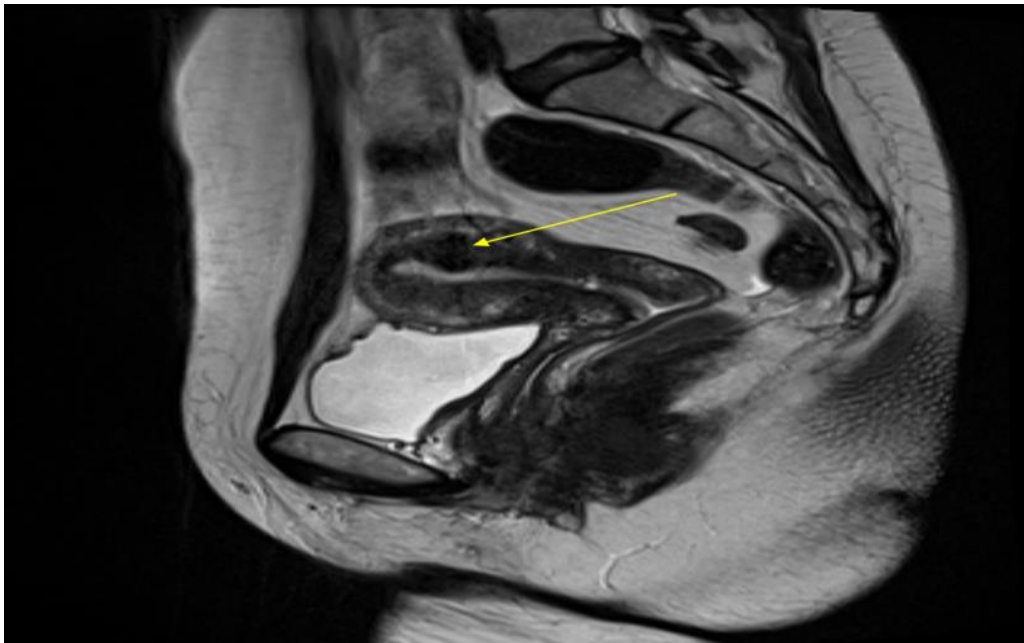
Томографічне дослідження органів малого таза. Лейоматозний вузол. Пацієнтка Е., історія хвороби № 209.
